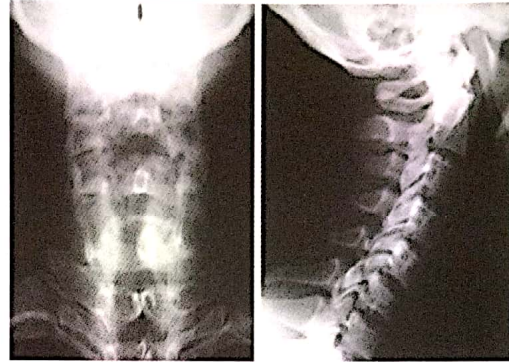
Un homme de 34 ans victime d'un AVP avec des cervicalgies et fourmillement des 2 membres supérieurs. Les radiographies montrent une déviation des épinesuses.
